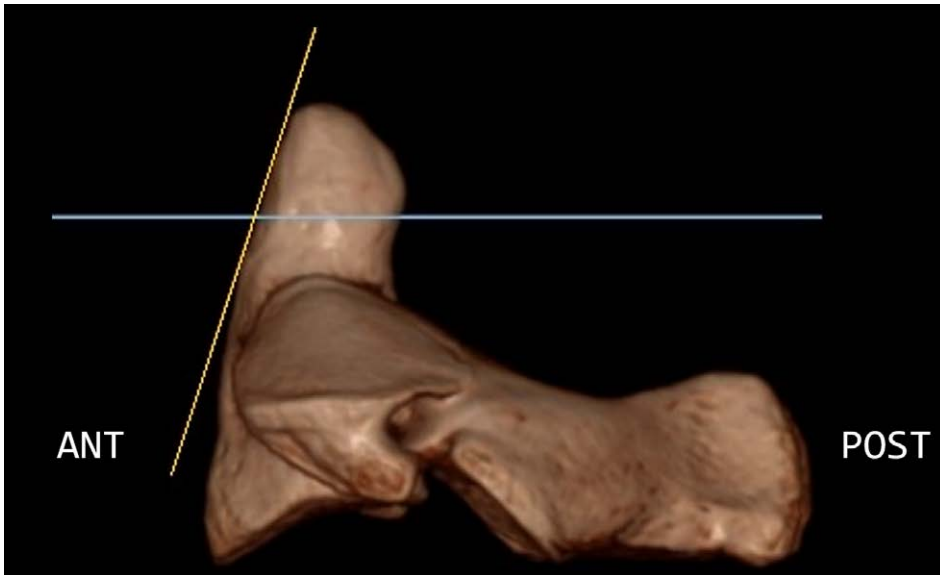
Homo sapiens*: epistrofeo in norma laterale. La linea gialla indica l'inclinazione posteriore dell'odontoide rispetto al piano orizzontale (linea celeste). Questa caratteristica inclinazione asseconda lo scorrimento dell'arco anteriore dell'atlante favorendo i movimenti di flessione-estensione del cranio. TC *cone beam* di reperto del Museo di Antropologia dell'Università di Firenze.
